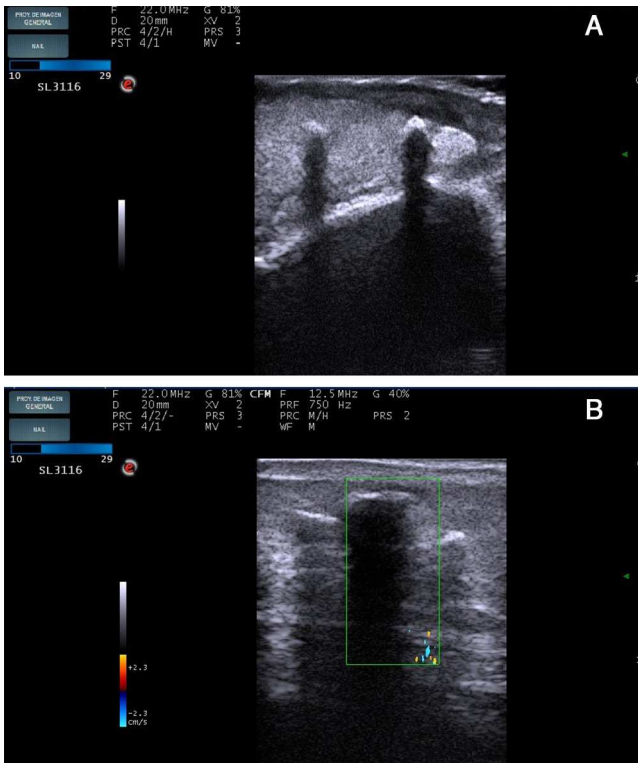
A. Imagen ecográfica. Modo B: corte sagital que evidencia aumento del grosor de la dermis y disminución de su ecogenicidad, compatibles con inflamación y depósitos hiper-ecóicos con morfología lineal que producen sombra posterior localizada en la dermis y en el tejido celular subcutáneo. B. Imagen ecográfica. Estudio doppler: ausencia de flujo.
